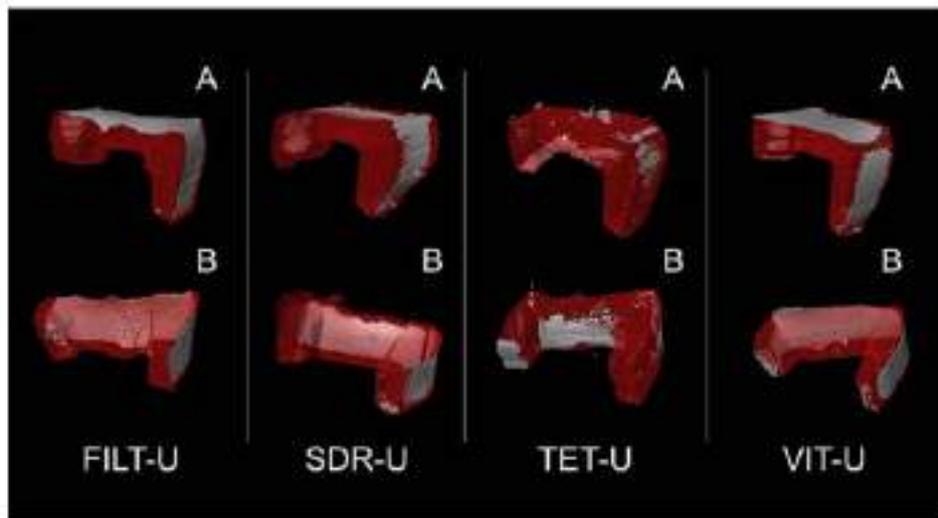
Comparação de tomografia de 4 fabricantes diferentes, em condição de presença de sistema adesivo
